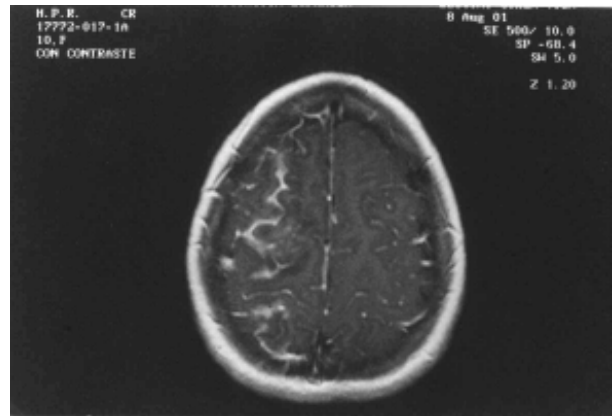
Angio resonancia nuclear magnética
